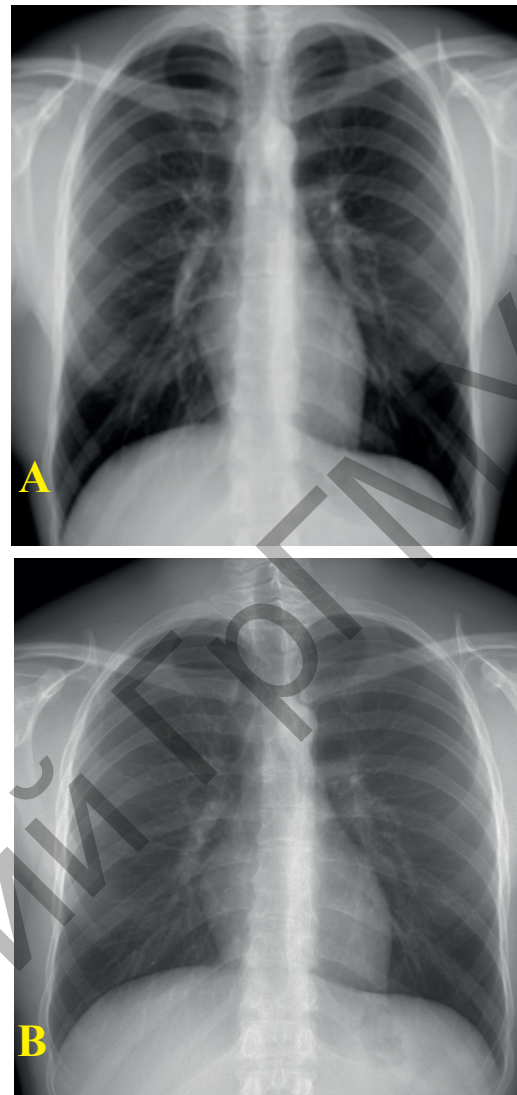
Цифровые рентгенограммы органов грудной клетки: А – от 17.06.2013 г.; В – от 08.09.2016 г. (описание в тексте)
